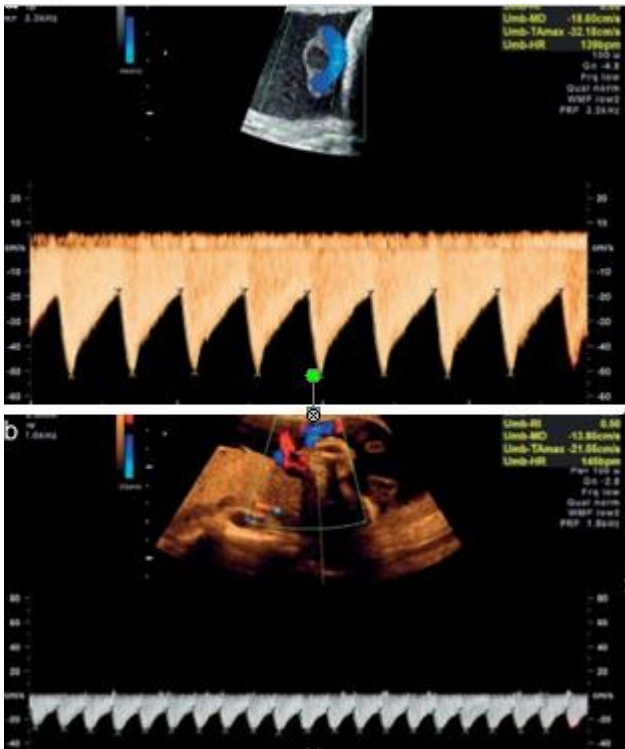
Analisi spettrale Doppler dell'onda velocimetrica dell'arteria ombelicale accettabile (a) e non accettabile (b).
